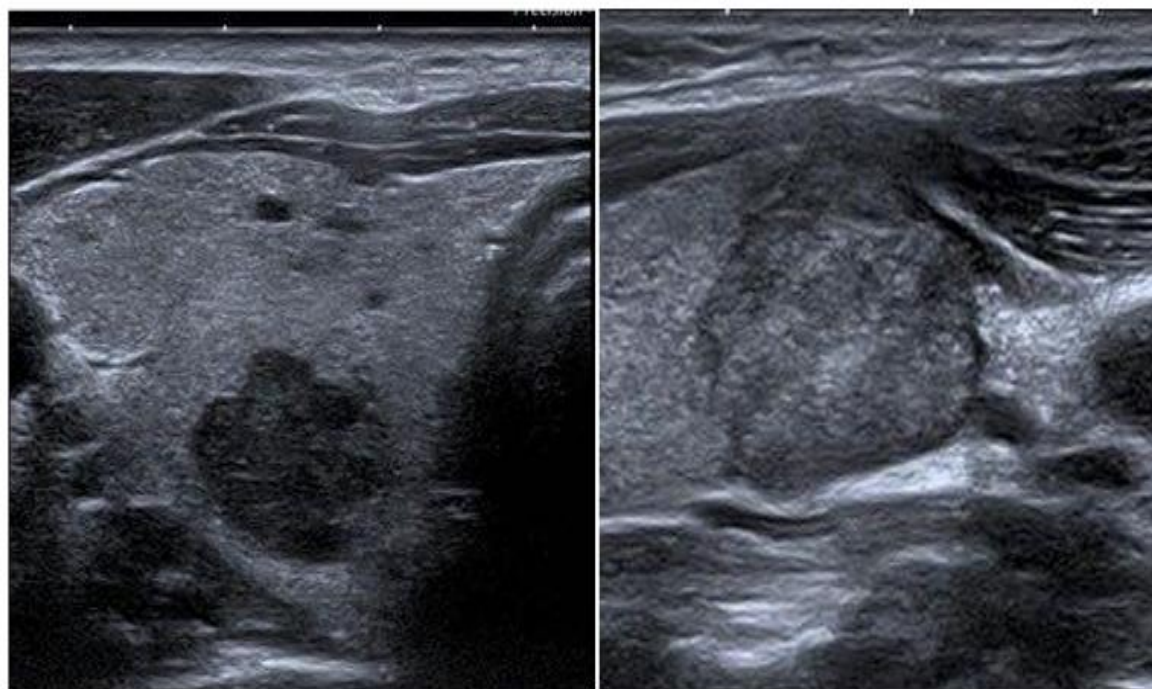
Aspect échographique d'un nodule thyroïdien avec contours irréguliers.
